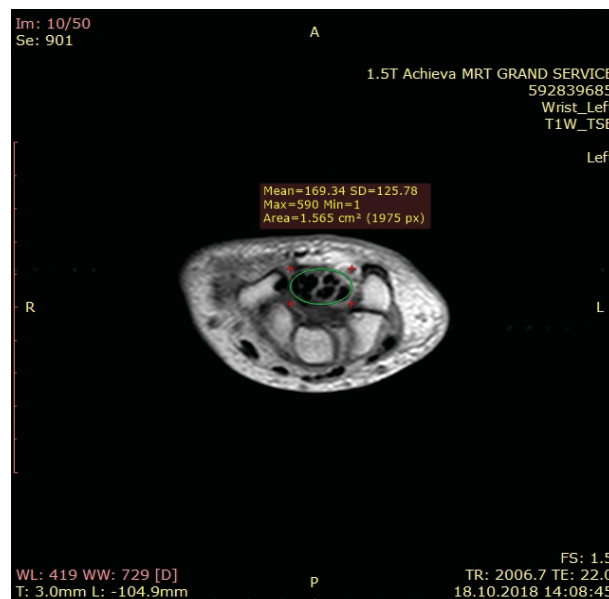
Томограмма кисти на уровне входа в карпальный канал. Пациентка Ш., 57 лет. Диагноз: компрессионная нейропатия правого срединного нерва в карпальном канале, II стадия по Szabo (1992)
